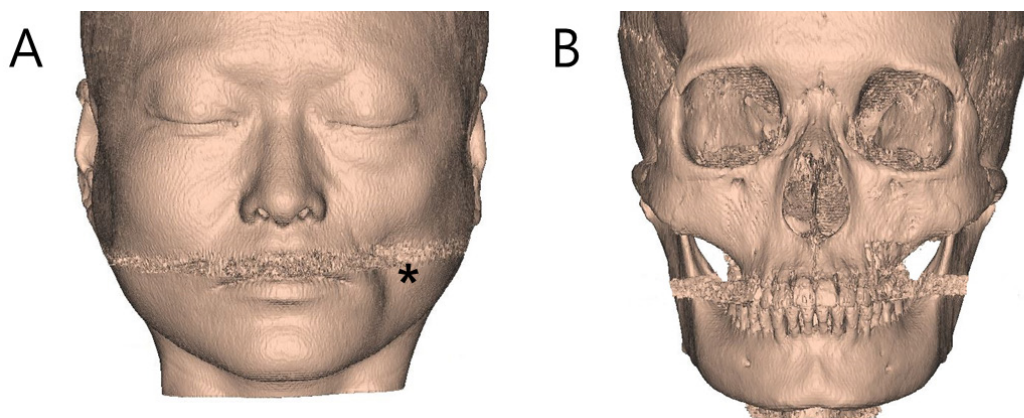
Computed tomography (three-dimensional reconstruction view: (A) soft tissue setting, (B) bone setting) Compared with the right side a significant decrease of soft tissue was observed on the left side (asterisk). Otherwise, bone morphology does not differ from left to right.
